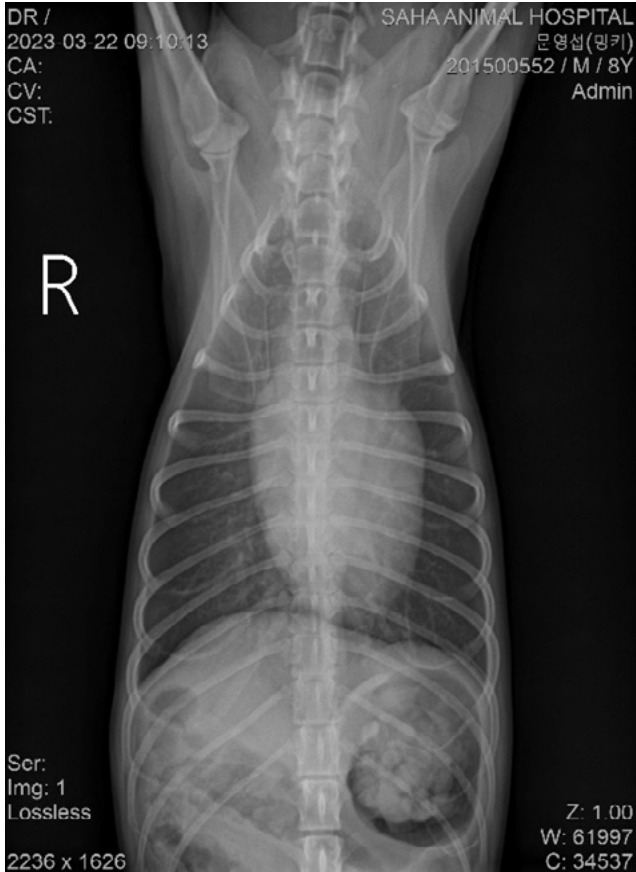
> 2023년 03월 22일 방사선체크
